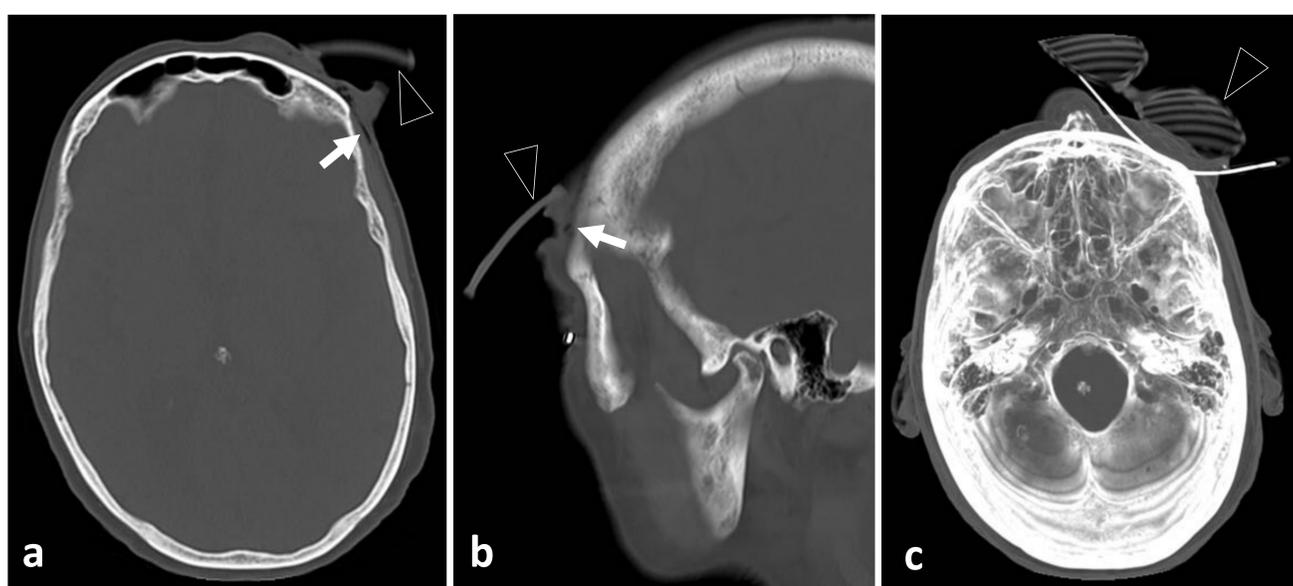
(a, b) TC craneofacial, ventana de hueso, axial y sagital. Gafas incrustadas en la piel tras caída (*punta de flecha*). Enfisema y pequeño hematoma supraciliar izquierdo (*flecha*). (c) MIP axial, que permite visualizar el cuerpo extraño con su compleja posición.
